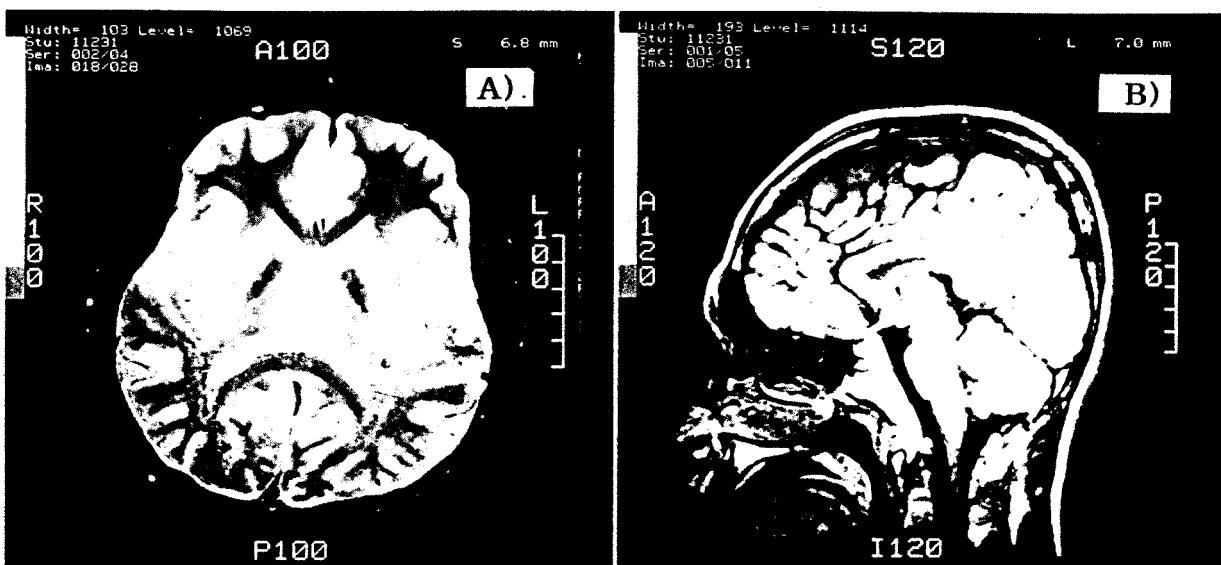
MRI shows normal structure of basal ganglia (A, TR/TE : 2500 / 80) and cerebellum (B, TR/TE : 600 / 20).
